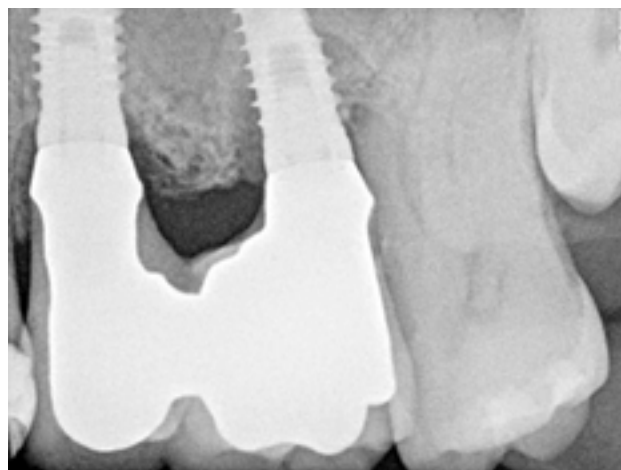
Caso 1: Radiografía periapical inicial.
